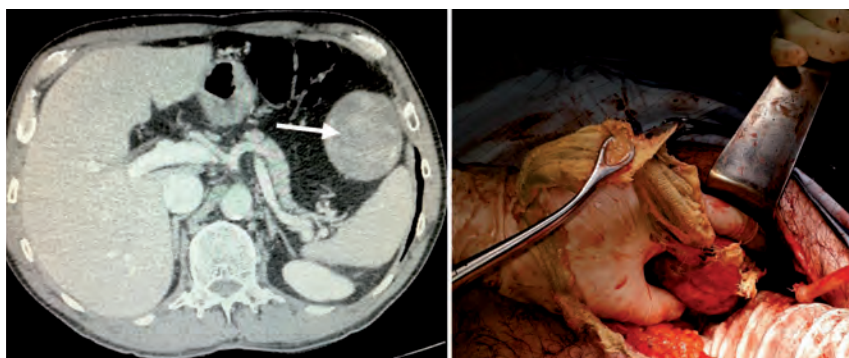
Paciente con antecedente de laparotomía por trauma penetrante 17 años atrás, consulta por dolor en hipocondrio izquierdo. Tomografía computada evidencia imagen sólida y redondeada. Exploración quirúrgica: oclito (compresa) encapsulado.
